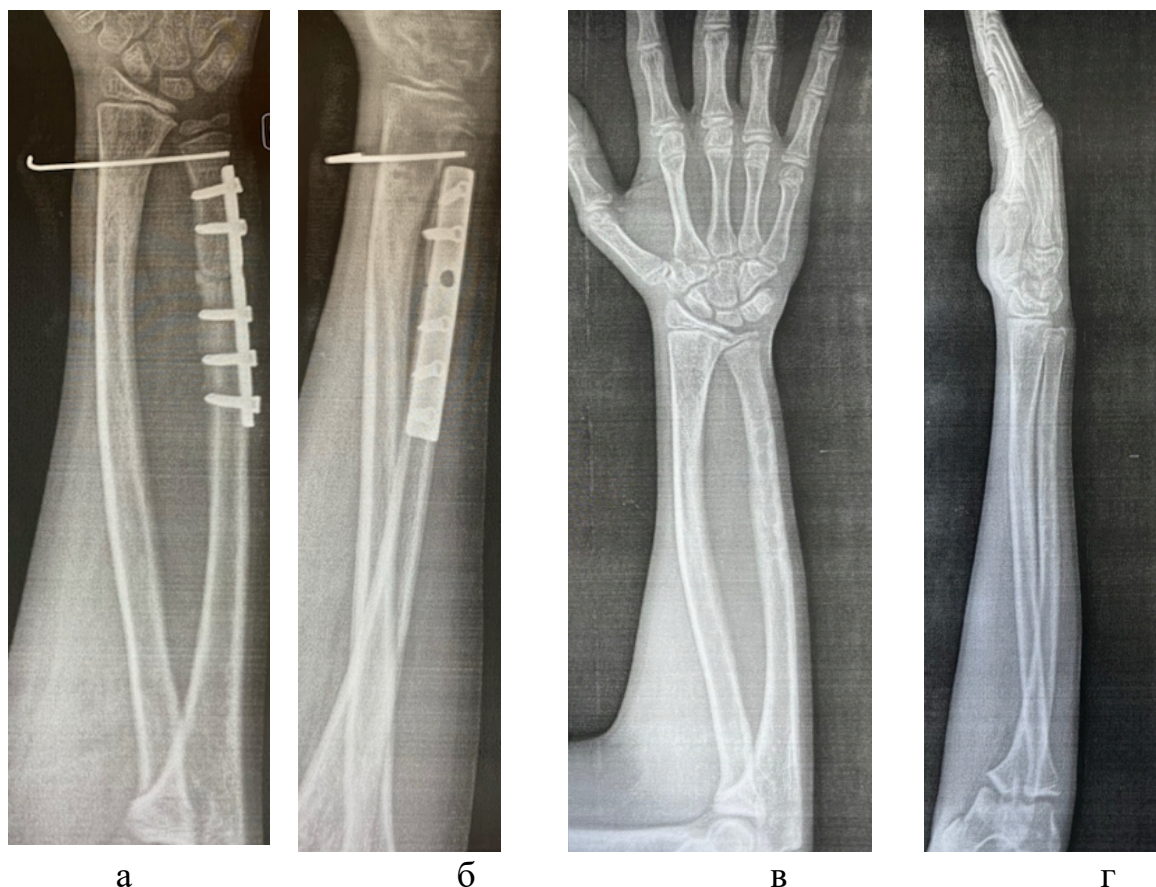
Рентгенограммы костей предплечья после оперативного лечения – корригирующая остеотомия локтевой кости, остеосинтез наkostной пластиной, диафиксация костей предплечья спицей Киршнера: а – прямая проекция, б – боковая проекция; в,г – рентгенограммы костей предплечья через 12 месяцев после оперативного лечения: в – прямая проекция, г – боковая проекция
